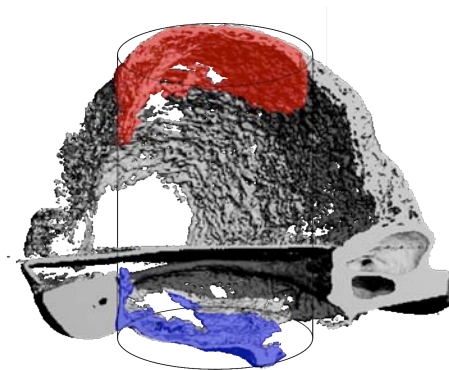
μ CT, 3D coronar mit VOI (5mm Durchmesser), blau neu gebildeter Knochen innerhalb des Defektes, rot ektooper Knochen (vgl. Abb. 4-5)
